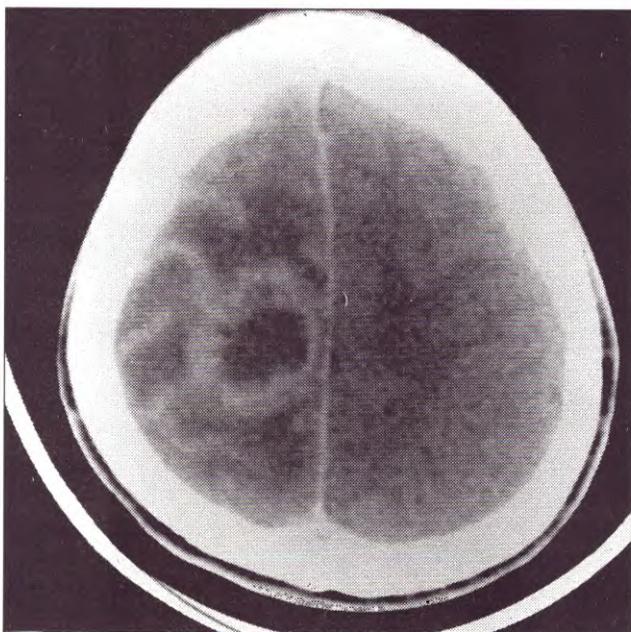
Tomografía computada con contraste muestra una lesión hipodensa derecha simil tumoral con edema perilesional y efecto de masa.
